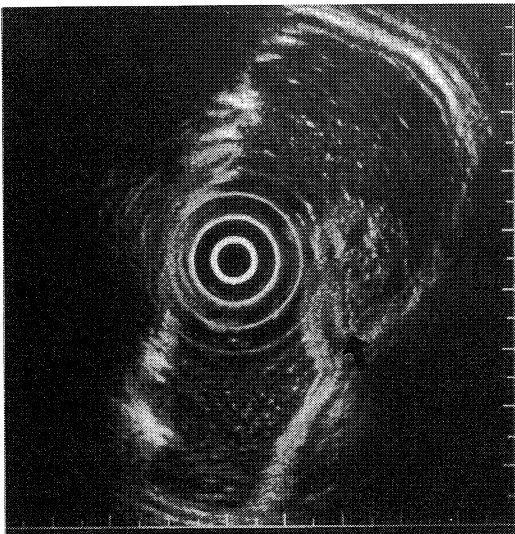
Endoscopic ultrasonography revealed that there were a vessel at the bottom (arrow) and enlarged grandulae in the polyp.
